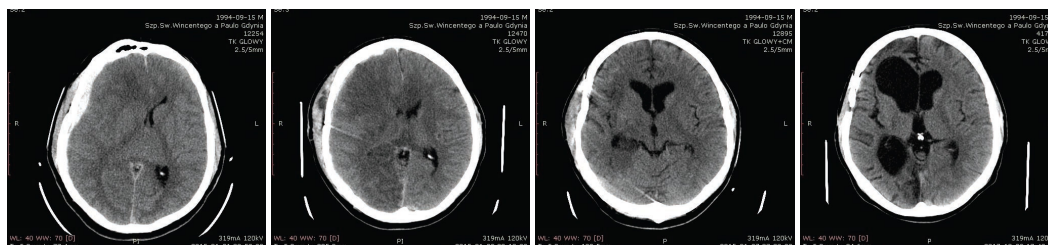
КТ-снимки головы от 01.01.2015 (а), 09.01.2015 (b), 27.01.2015 (с) и 02.10.2017 (d)
